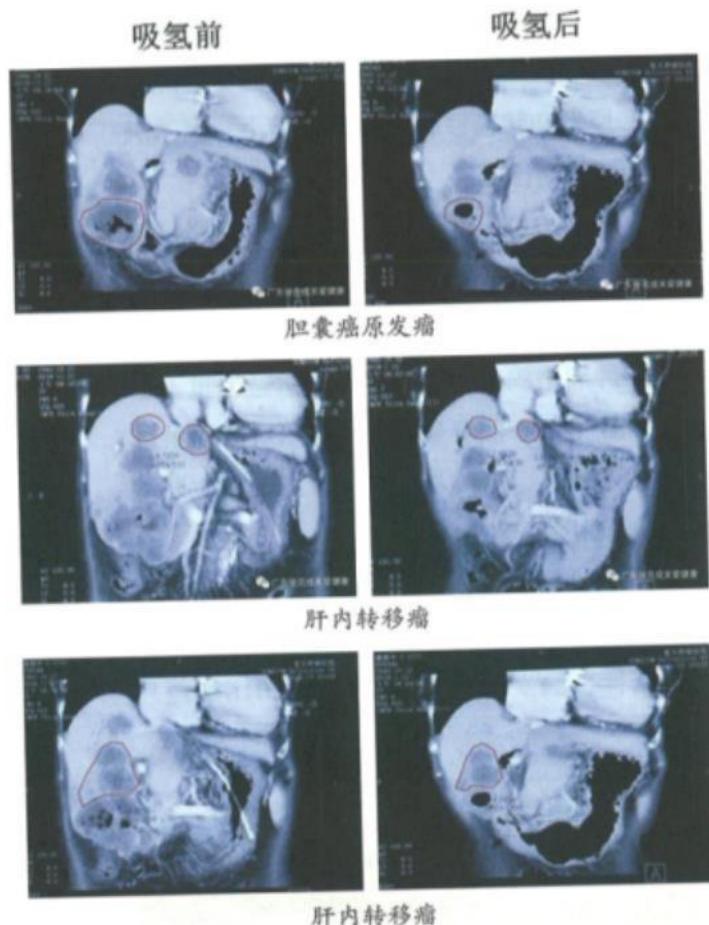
例13患者吸氢前、后在CT影像下原发灶和转移灶的变化情况
